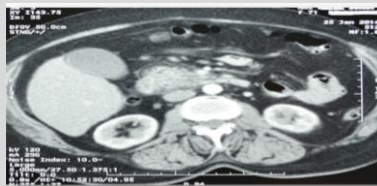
TDM abdominale: pancréatite stade C
